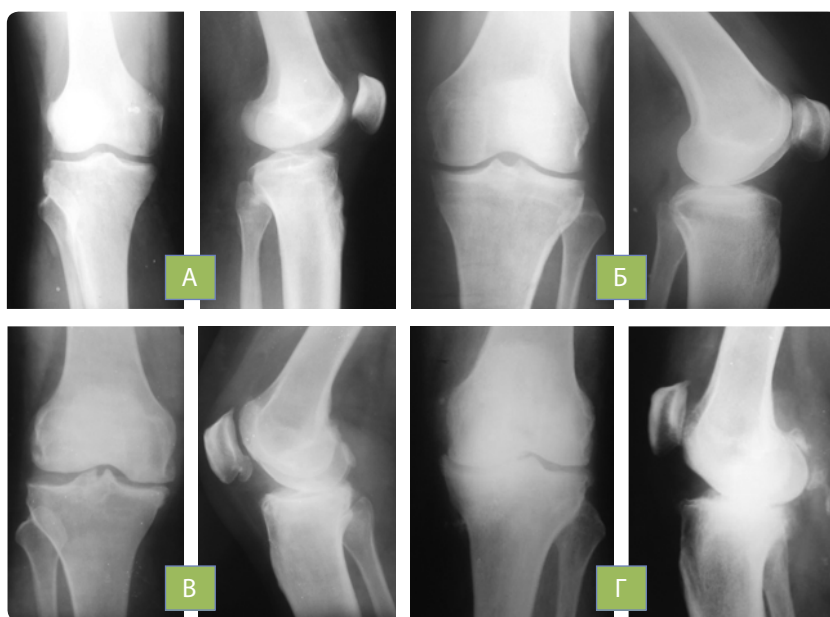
Рентгенологічна картина різних стадій при остеоартрозі колінного суглоба (А — відповідає I рентгенологічній стадії за J. H. Kellgren & J. S. Lawrence, 1957; Б — II стадія; В — III стадія; Г — IV стадія)
